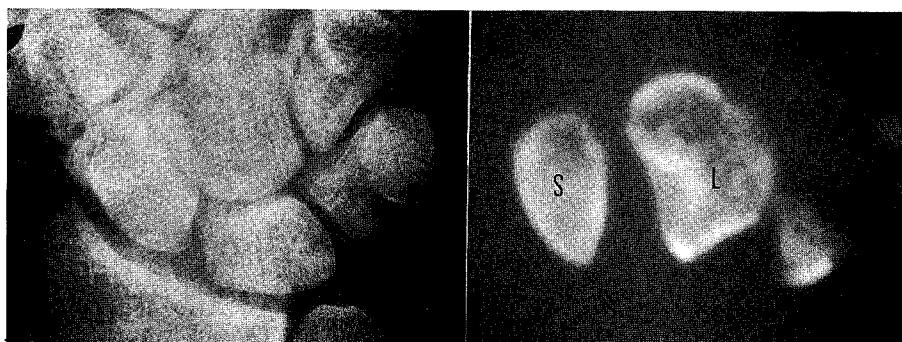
Incomplete scapholunate dissociation. Left film does not show a greater scapholunate gap. CT image shows a greater scapholunate gap (S: scaphoid L: lunate).
